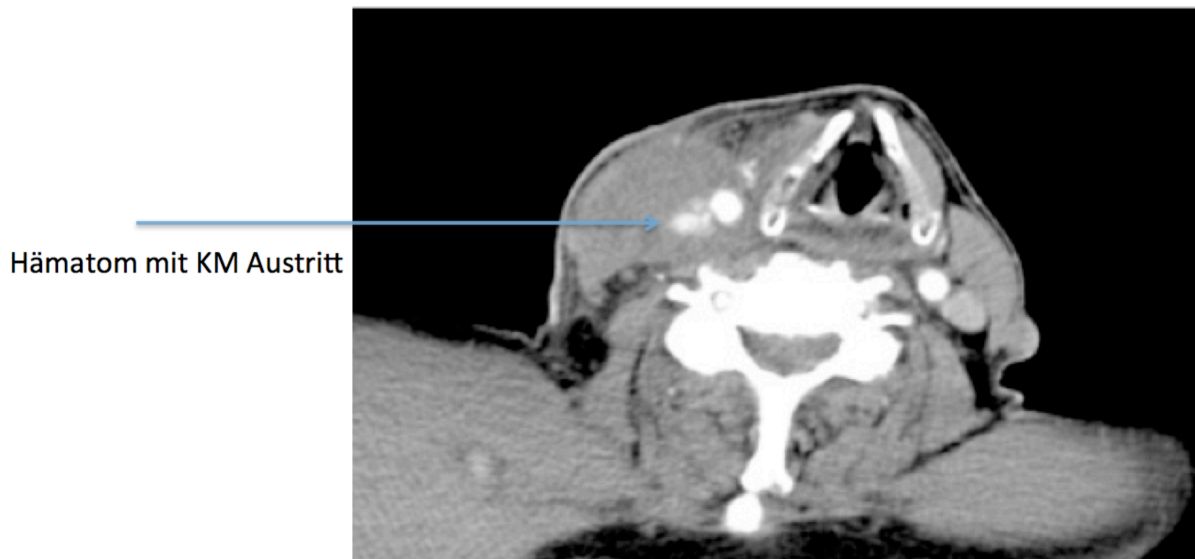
CT deutliche Hämatombildung mit Austritt von Kontrastmittel
